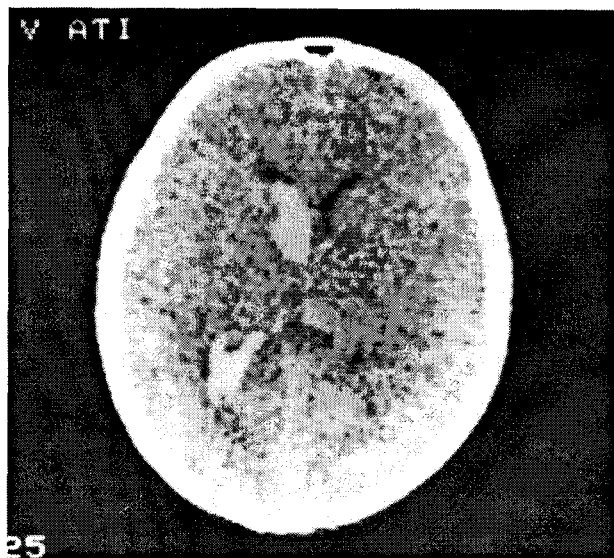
CT-scan: Hematom intraventricular stânga post-traumatic.
